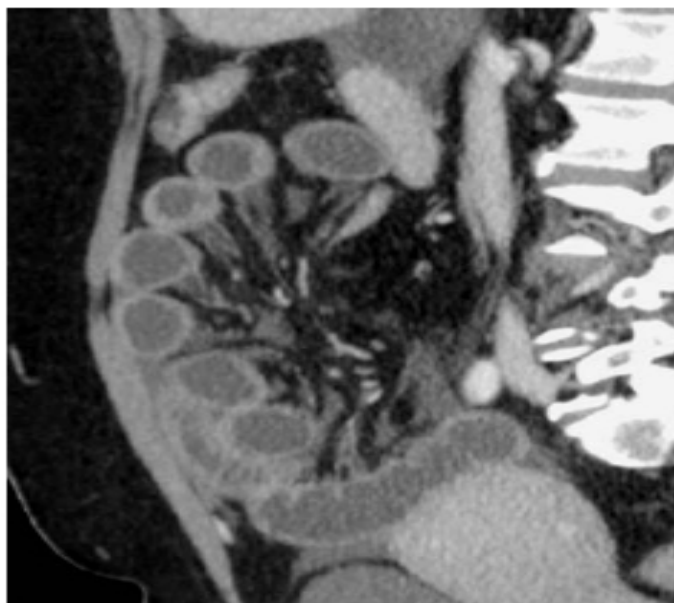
Occlusion aiguë du grêle sur bride. TDM injectée, reconstruction sagittale. Anses grêles distendues, aspect radiaire du mésentère et de ses vaisseaux à proximité de la zone d'étranglement. [1]
